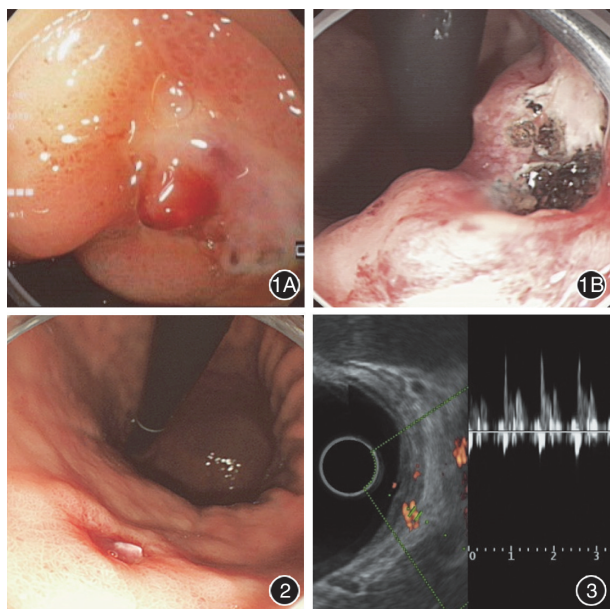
Dieulafoy 病患者首次内镜检查及镜下电凝止血治疗 1A:胃体小弯后壁一局灶性黏膜溃疡,中央可见血凝块,考虑 Dieulafoy 病;1B:高频电凝止血 图 2 患者再次呕血行胃镜检查提示胃体小弯后壁一局灶性溃疡,中央可见血凝块 图 3 内镜超声能量多普勒显示病灶区域黏膜肌及黏膜下层血流信号,多普勒频谱为动脉性血流频谱
